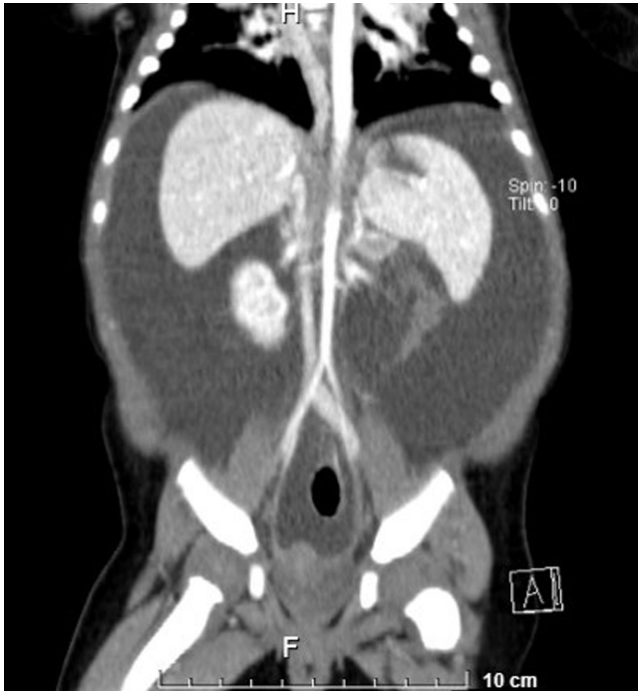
TAC trifásica de abdomen. Hígado y bazo con parénquima homogéneo, páncreas con patrón de atenuación tisular, riñones normales, ascitis espontánea más atelectasia subsegmentaria posterobasal pulmonar bilateral y ausencia de tumores identificables. Fuente: historia clínica del paciente.
